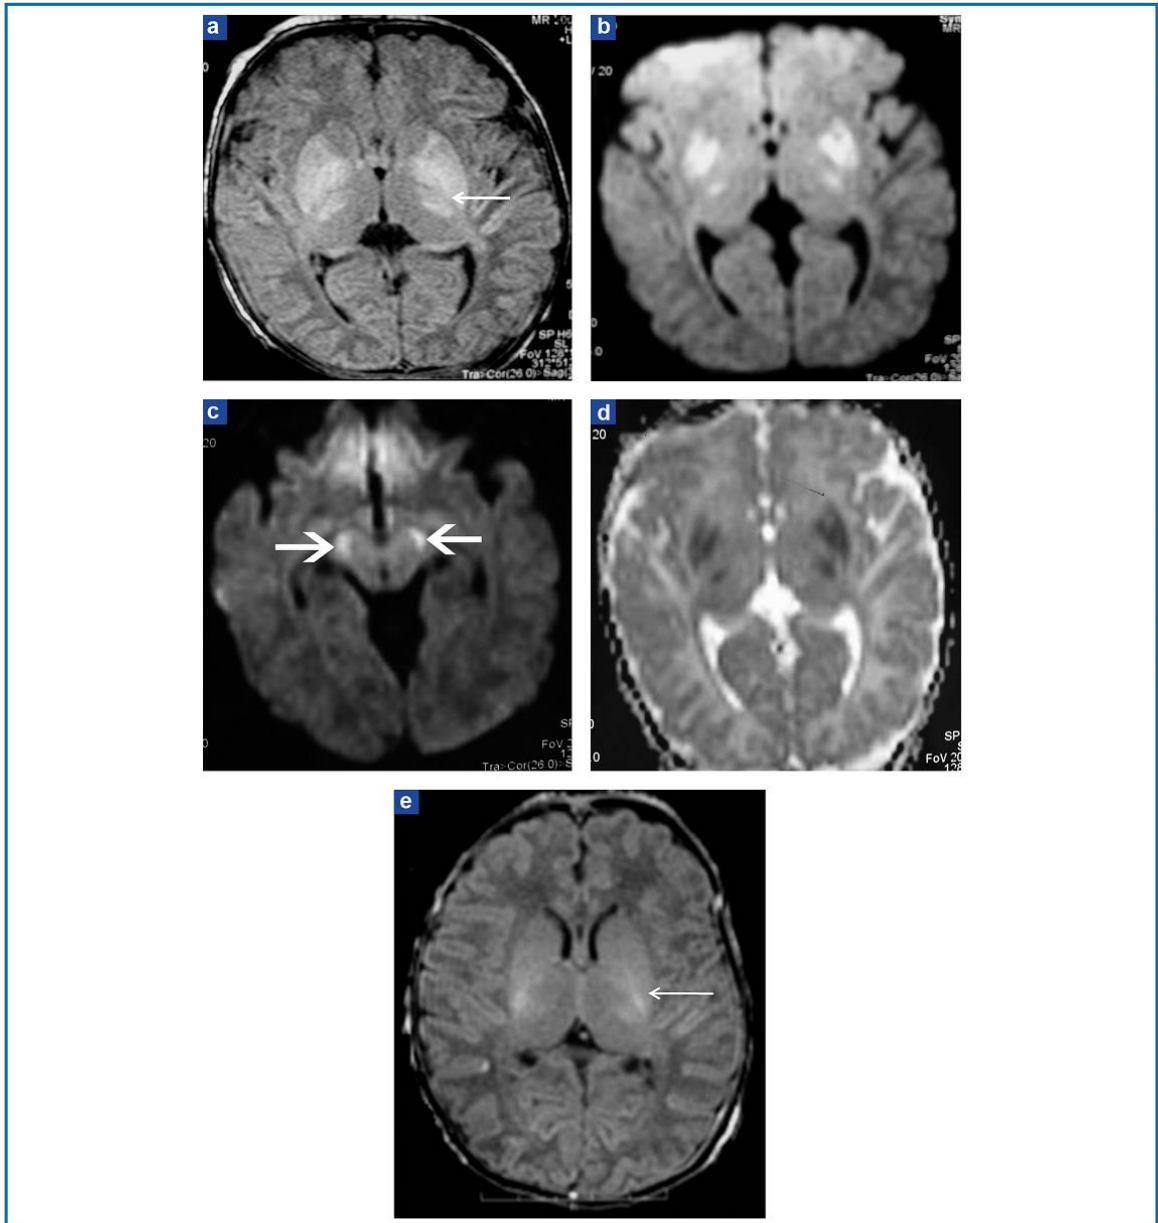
Anoxo-ischémie sévère à terme. Nouveau-né à terme, coupes axiales en IRM à j9. T1 (a) : perte de l'hypersignal normal des bras postérieurs des capsules internes (flèche), avec hypersignal des noyaux lenticulaires et des noyaux ventro-latéraux des thalamus. Diffusion b 1000 (b, c) : confirmation d'hypersignaux pathologiques des noyaux gris centraux et présence d'anomalies des faisceaux cortico-spinaux au niveau des pédoncules cérébraux. Cartographie d'ADC (d) : restriction d'ADC (hyposignal) au niveau des noyaux gris témoignant d'un œdème cytotoxique. Témoin normal (e), à terme : hypersignal normal des bras postérieurs des capsules internes (flèche).
